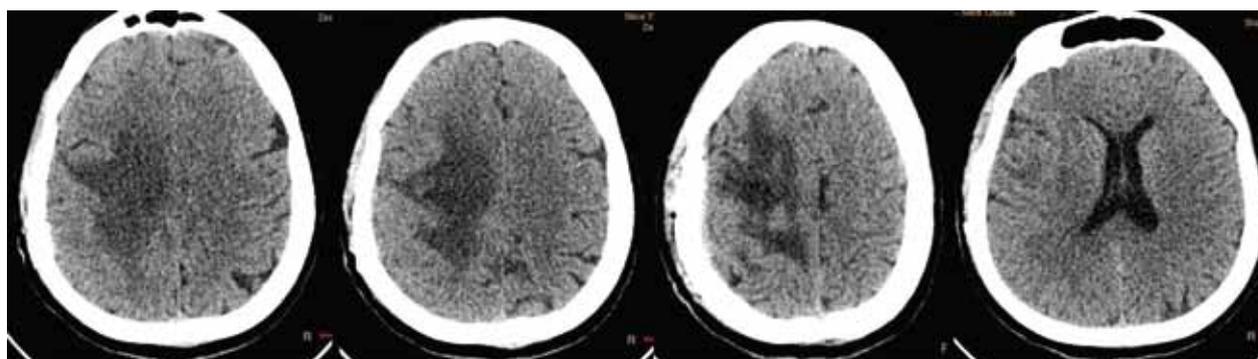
СКТ головного мозга после операции
